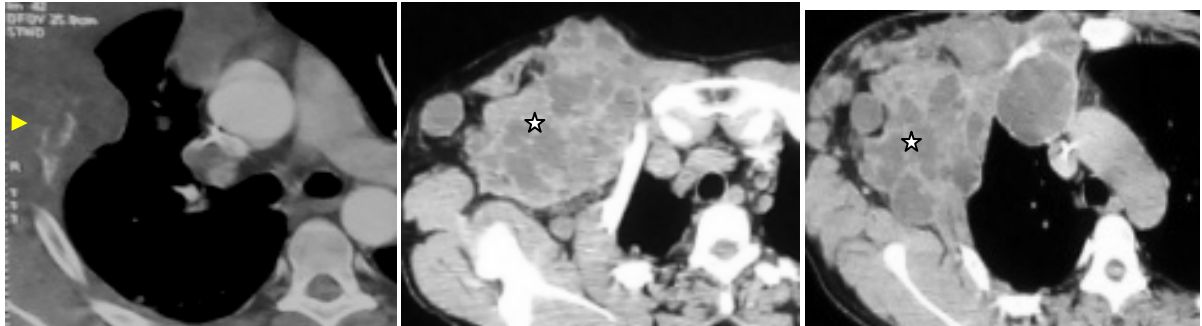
TDM du thorax en fenêtre osseuse et parenchymateuse après injection de PDC en coupes axiales: chondrosarcome costal droit chez un adulte de 46 ans : aspect lytique pure de l'arc moyen de la 4ème cote droite avec réaction périostée spiculée discontinue en regard (tête de flèche) avec volumineuse masse en regard se rehaussant de façon hétérogène délimitant des zones de nécrose (étoile).
